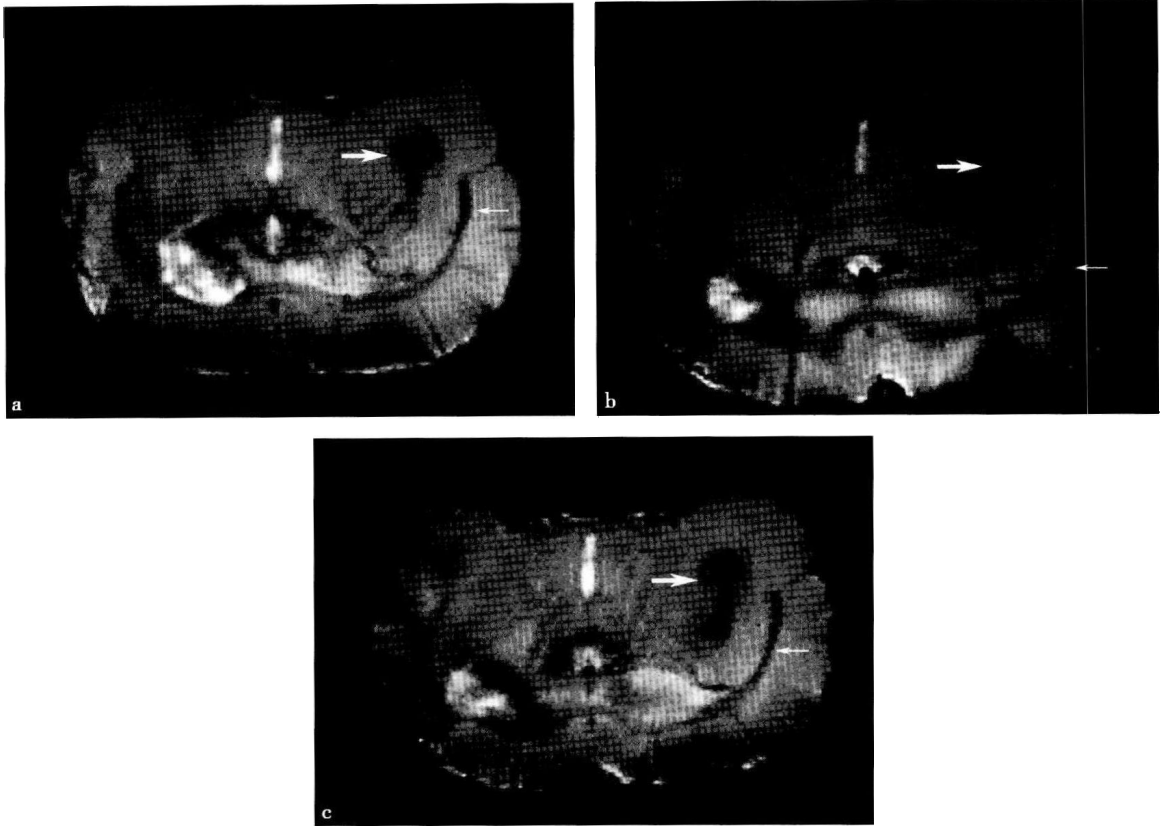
4.7T MRI 移植四周后开始看到移植点(粗箭)附近的胼胝体低信号(细箭)(a), 随后移植后四周(b)及移植后六周(c)显示低信号沿胼胝体向对侧缺血区延伸
